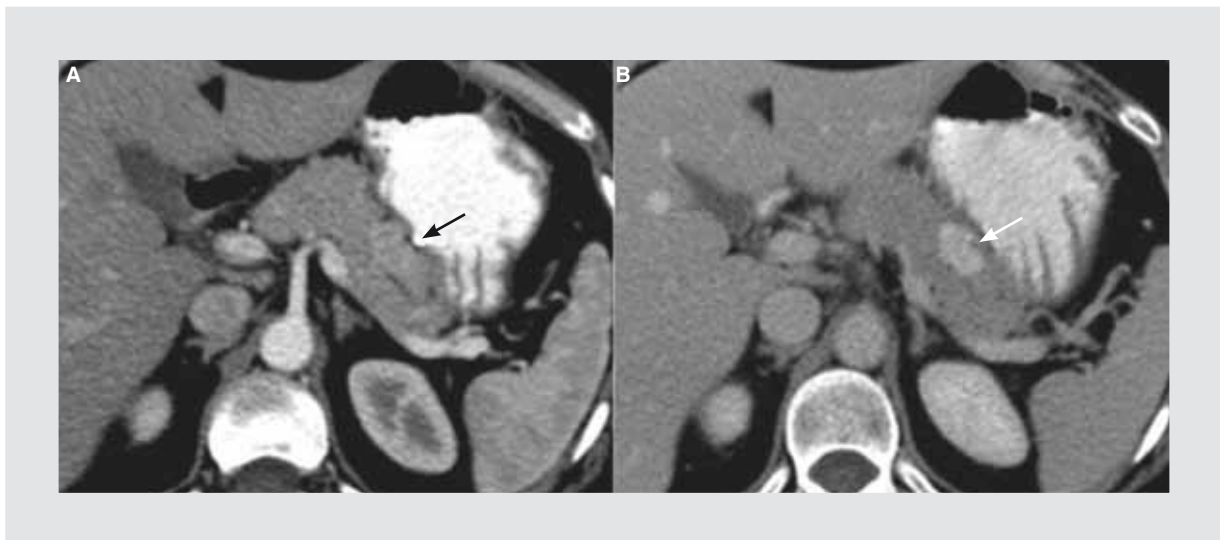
Mujer de 68 años que acudió a control por antecedente de cáncer mamario. TCMD en plano axial en fase arterial (A) y fase venosa (B). Se identifica lesión ovoide en la cola pancreática, bien delimitada y que demuestra reforzamiento temprano alcanzando un máximo en la fase venosa. Los estudios de PET-CT fueron negativos para captación de 18-FDG (no mostrados).
